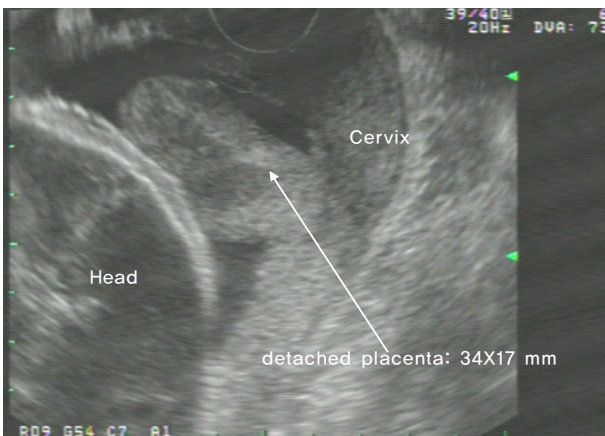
Transvaginal ultrasonography showed 34×17 mm sized detached hyperechoic placenta in front of fetal head, adjacent to margin of placenta.
